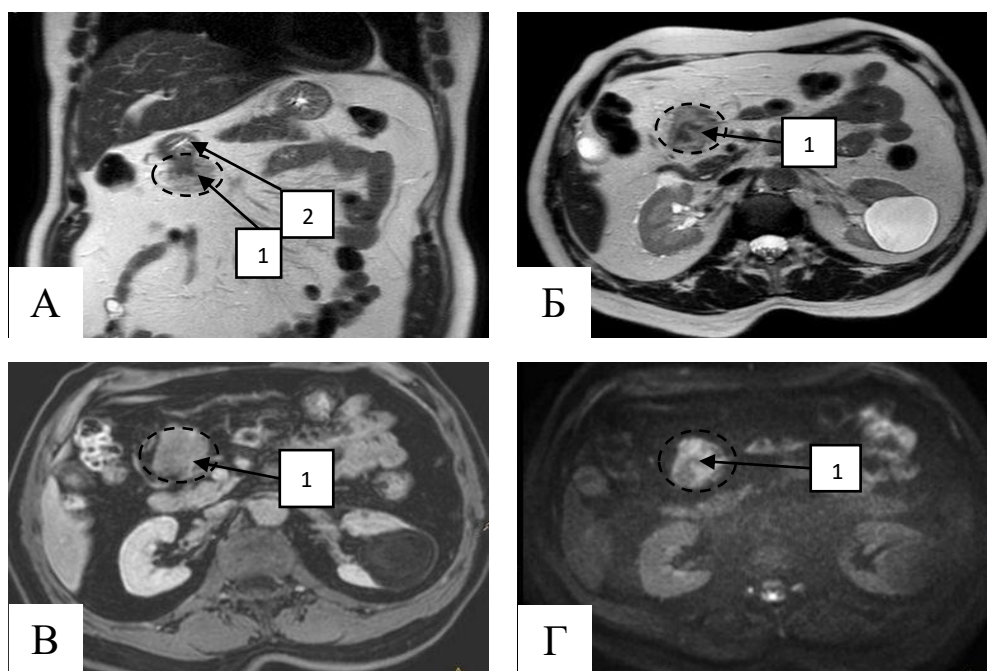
МРТ органов брюшной полости больного Л. А – фронтальный снимок. Б – аксиальный снимок. В – аксиальный снимок, T1 последовательность с внутривенным усилением. Г – Аксиальный снимок, режим DWI с $b=800$.
